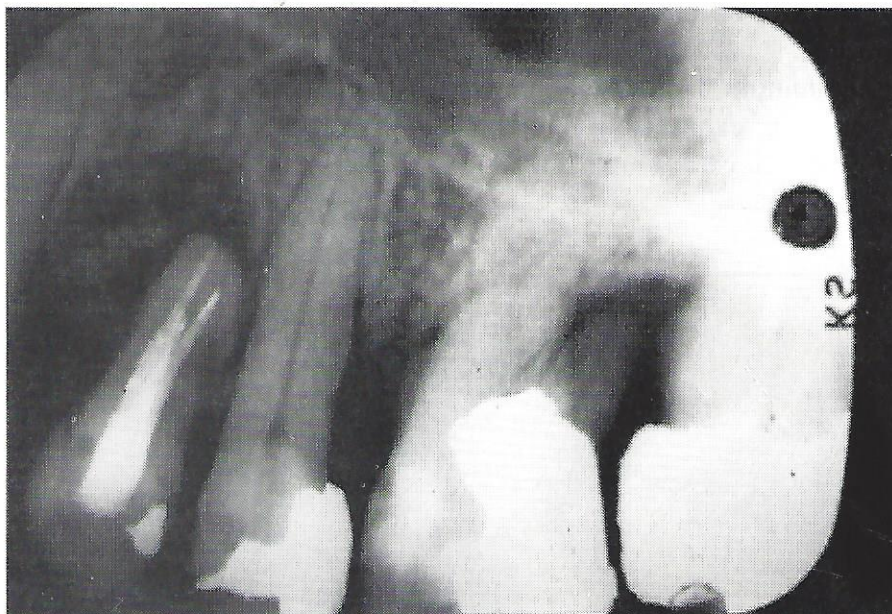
Radiografia no momento da intervenção mostrando o enxerto ósseo dentro do defeito.
